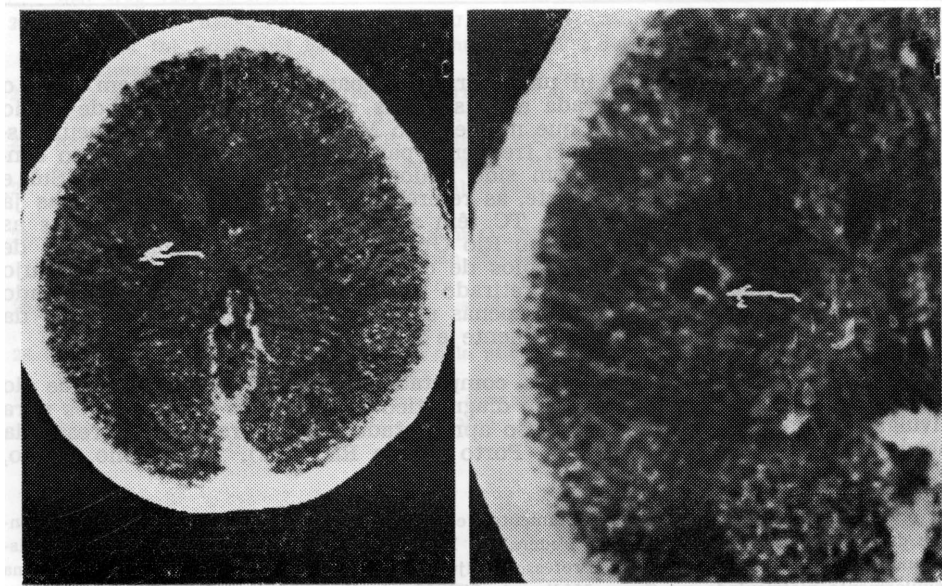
Caso AMF. TC antes do tratamento.
